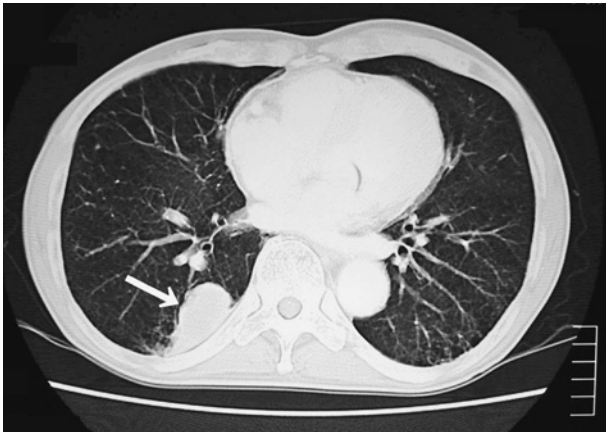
Chest computed tomography showing a 40 × 25 × 35-mm tumor-like lesion in right S⁶ adjacent to the pleura.
